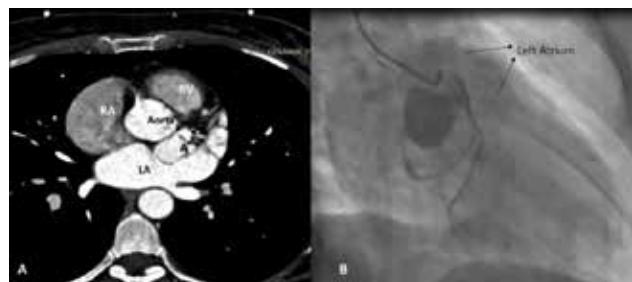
Computed tomography showing that coronary aneurysm was originating from left main coronary artery and compressing to left atrium (A), left coronary angiography revealing that coronary aneurysm had fistula with left atrium and circumflex artery was originating from the aneurysm (B). LA: left atrium RA: right atrium, RV: right ventricle, A: aneurysm, Cx: circumflex artery.
